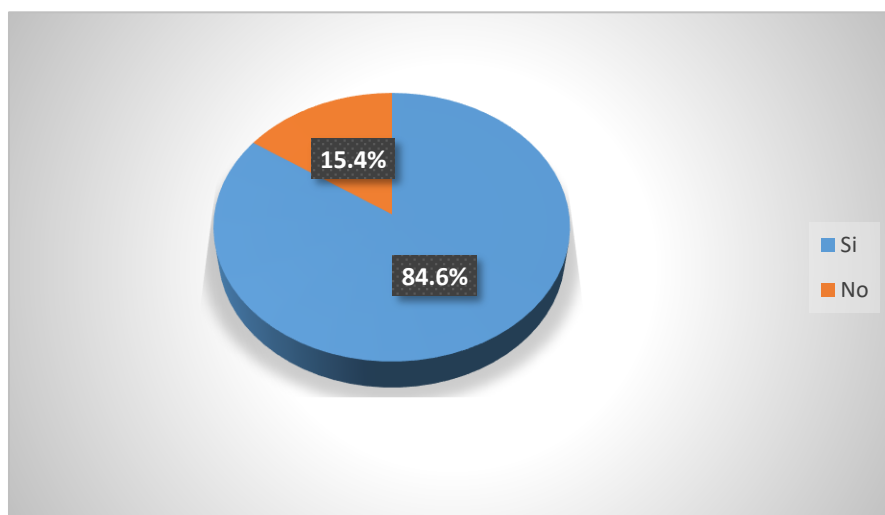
Radiografía de Tórax realizadas
